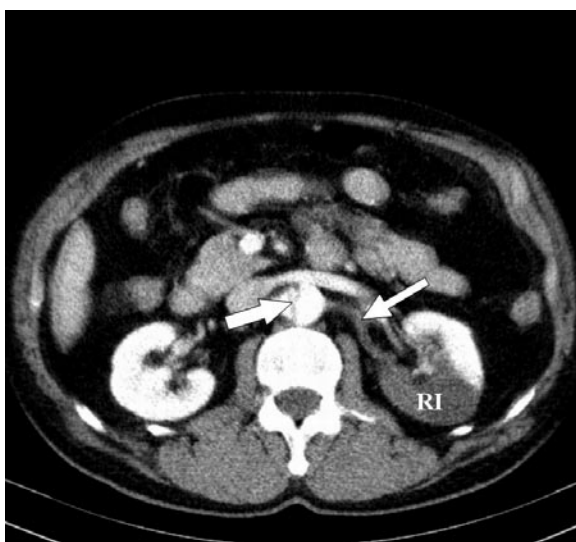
Axial CT section at the level of the left renal artery. Intimal flap in the aorta (arrow) and the occlusion of the left renal artery (thin arrow) with renal infarct (RI) are visible.
